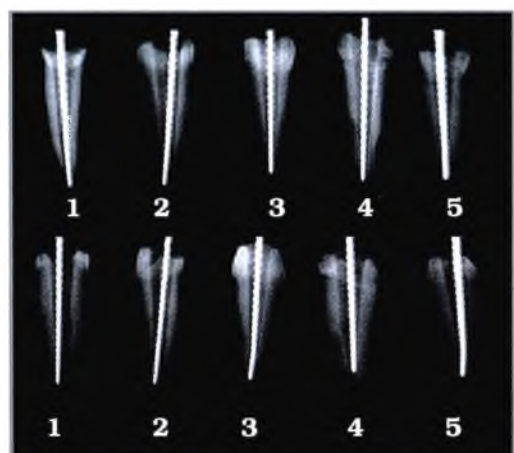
Radiografia com a presença do instrumento endodôntico # 60 no interior do canal radicular
